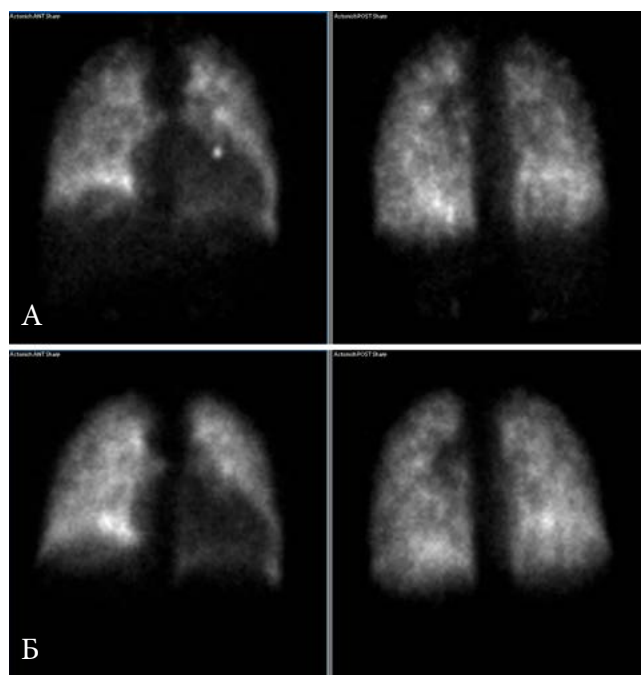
Пример улучшения перфузии легких у пациентки с ИЛГ в течение 1 года на фоне приема нового класса ЛАГ-специфических препаратов.
